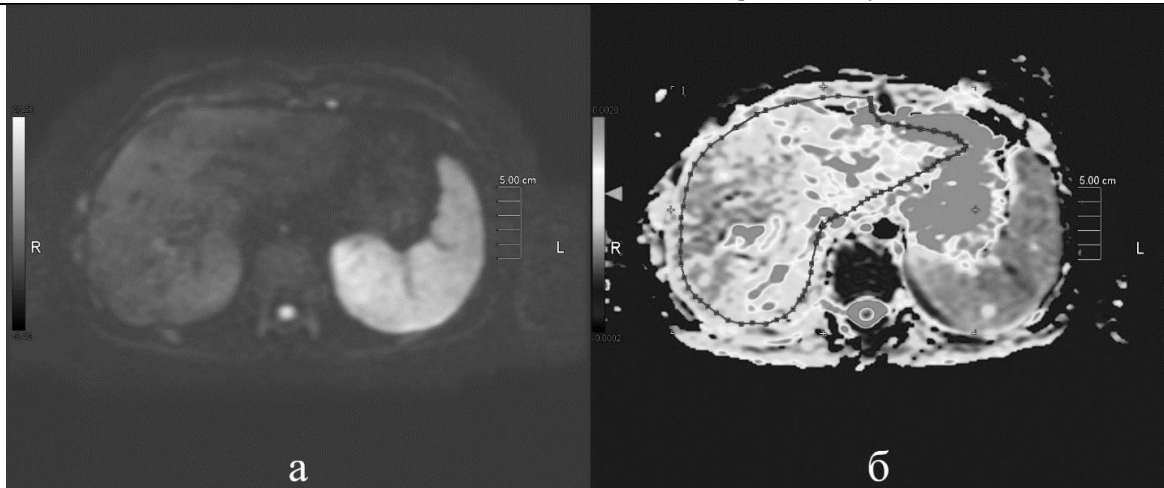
Пациент К., 54 года, (нет ограничения диффузии) гепатит алкогольного генеза. а) ДВИ печени, аксиальный срез ( $b$ -фактор 1000) б) ИКД – печени, аксиальный срез ( $b$ -фактор 1000)
